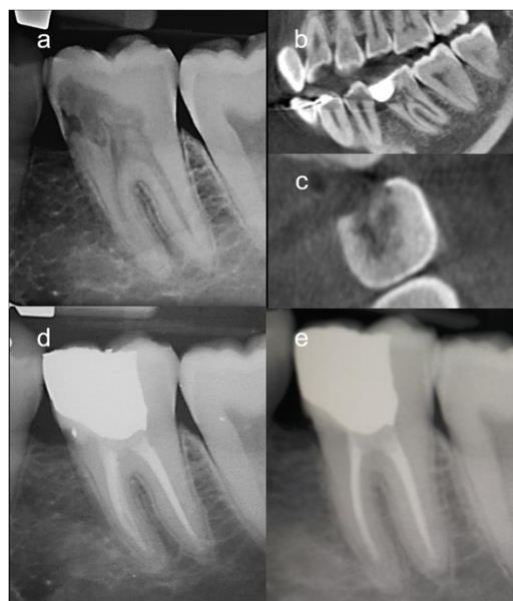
A- Radiografia periapical pré-operatória. B- Visão coronal de CBCT, pontos de entrada amplos, cervical e mesial. C- Visão transversal da CBCT. D- Radiografia pós-operatória. E- Radiografia pós-operatória de acompanhamento 48 meses após o tratamento (adaptado de Shemesh et al., 2018).
